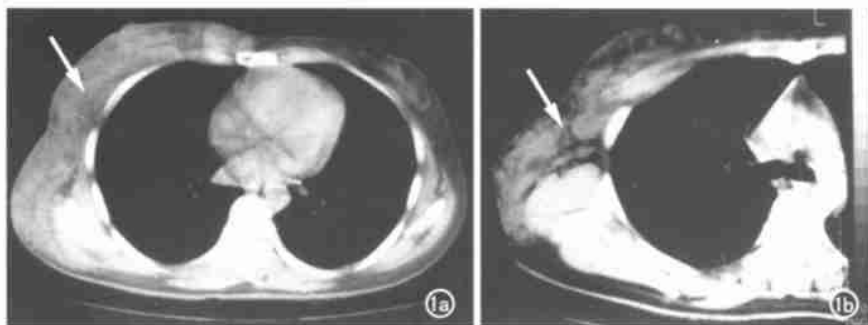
乳腺淋巴管瘤。CT 示右侧胸壁内大量软组织影,其内有线状低密度影,大部呈节条状,层样分布,沿肌肉间隙蔓延(箭)。a) 右乳下部; b) 右乳上部。
